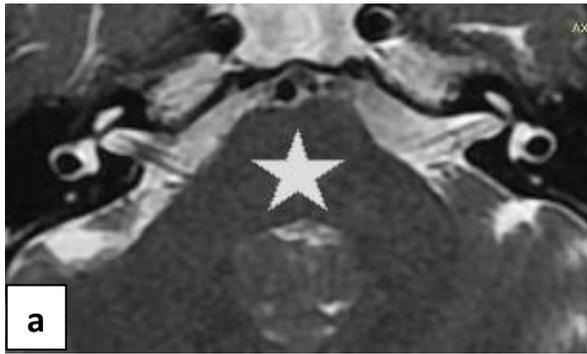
Origine nucléaire :IRM en coupe axiale (a) et coronale (b) : Tronc cérébral ★
